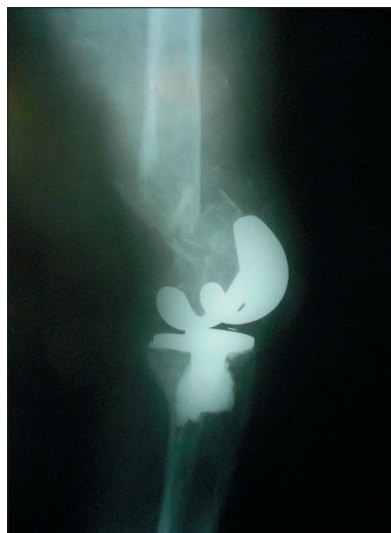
Рентгенограмма коленного сустава пациента при полученной травме – перипротезный перелом бедренной кости
